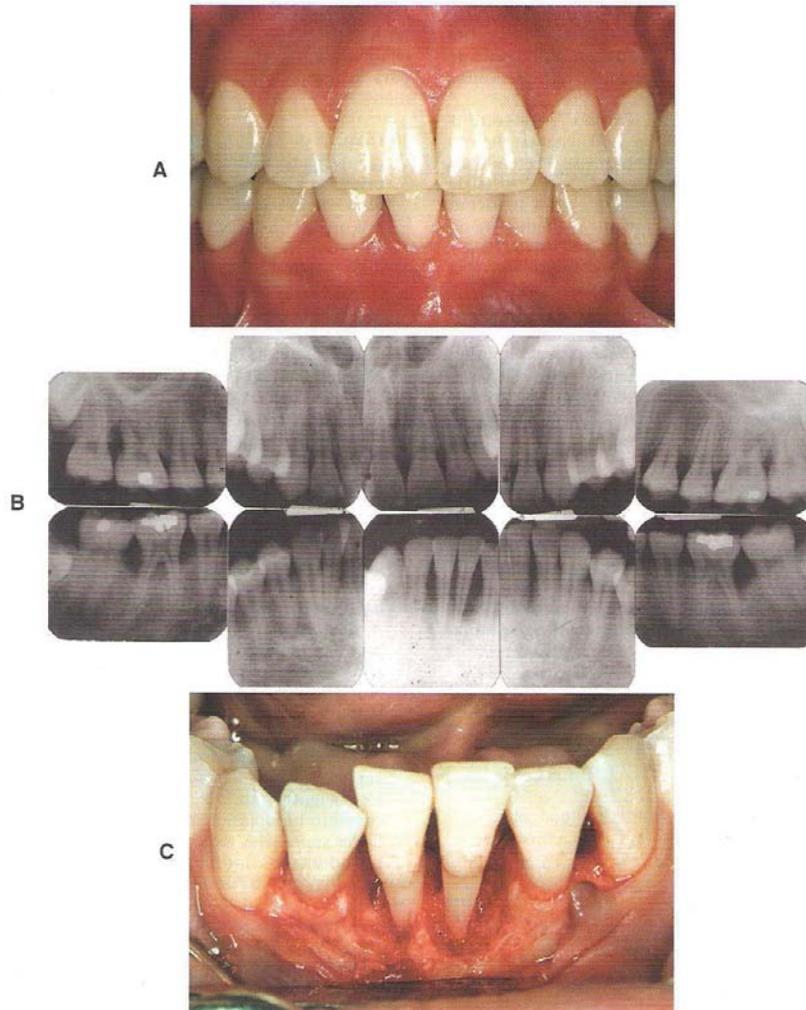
Periodontitis Agresiva localizada en una mujer de raza negra de 15 años. A. Vista clínica que muestra mínima placa en inflamación. B. Radiografías que muestran una pérdida ósea angular, localizada y vertical relacionada con los primeros molares superiores y los incisivos centrales inferiores. C. Apariencia quirúrgica de defectos óseos localizados, verticales que afecta los incisivos inferiores. Fuente: Carranza, F. Periodontología Clínica. 10ª ed. Mc Graw Hill. 2010.
